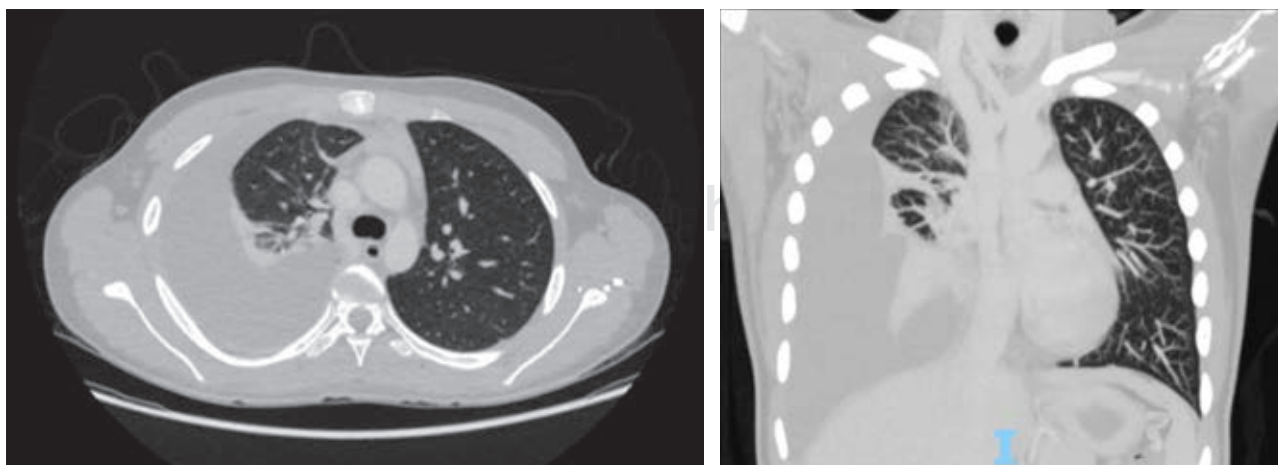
Tomografía computarizada en distintos cortes con involucro de parénquima pulmonar previo a cirugía.
